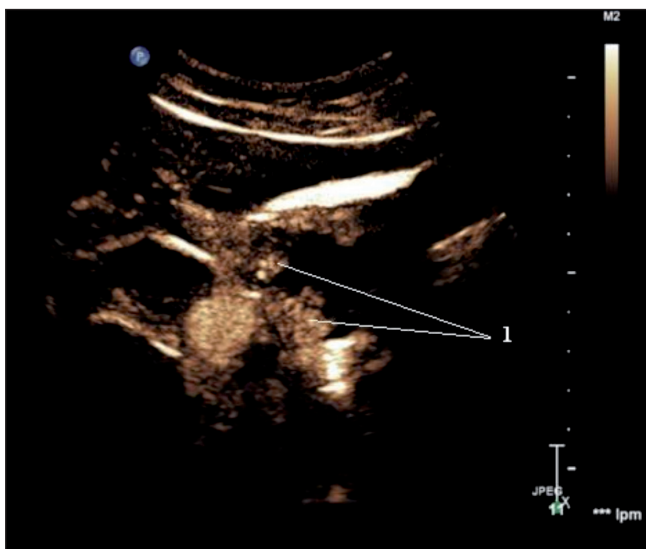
Ecografía con contraste (fase arterial) que pone de manifiesto la vascularización y realce de las proyecciones sólidas papilares intraquísticas (1).
